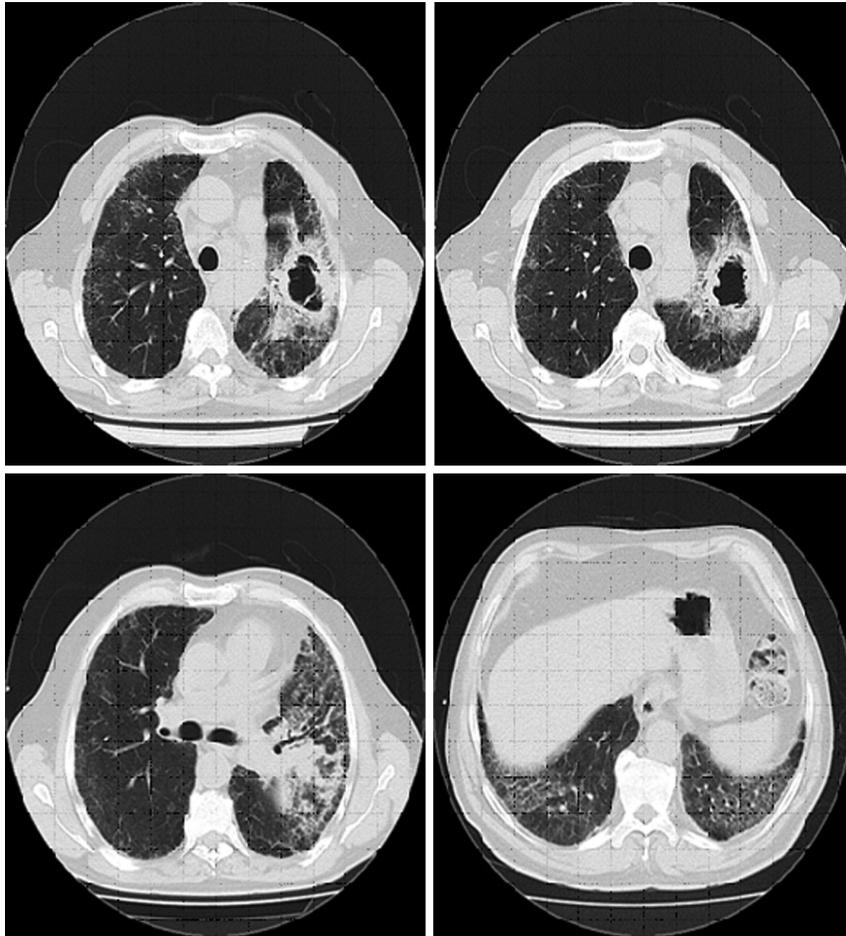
TAC de tórax. Masa cavitada de paredes gruesas en LSI. Ventana pulmonar.
